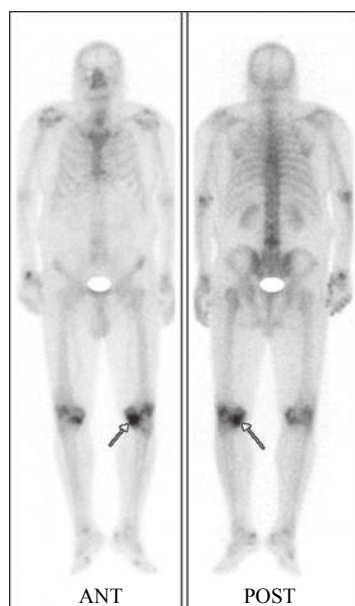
多发性骨髓瘤患者(男性, 72岁)的 $^{99\text{Tc-m}}$ -MDP SPECT全身骨显像图 图中显示双膝关节周围放射性摄取增高, 余全身骨骼未见异常放射性分布区, 后经左膝关节周围软组织穿刺活检(箭头)证实为骨髓瘤淀粉样变性。MDP: 亚甲基二膦酸盐; SPECT: 单光子发射计算机体层摄影术。
